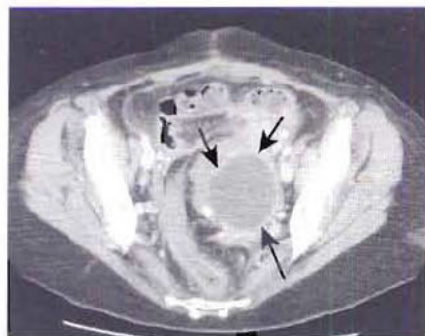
TDM pelvienne avec injection intraveineuse de produit de contraste : volumineux abcès (flèches) secondaire à la perforation d'un diverticule sigmoïdien.
